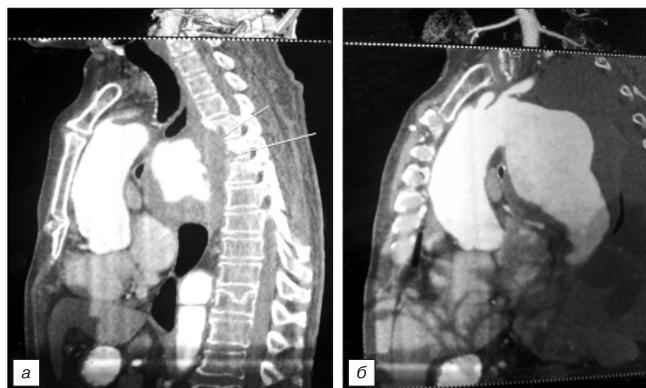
Мультиспиральная компьютерная томография грудной части аорты.
